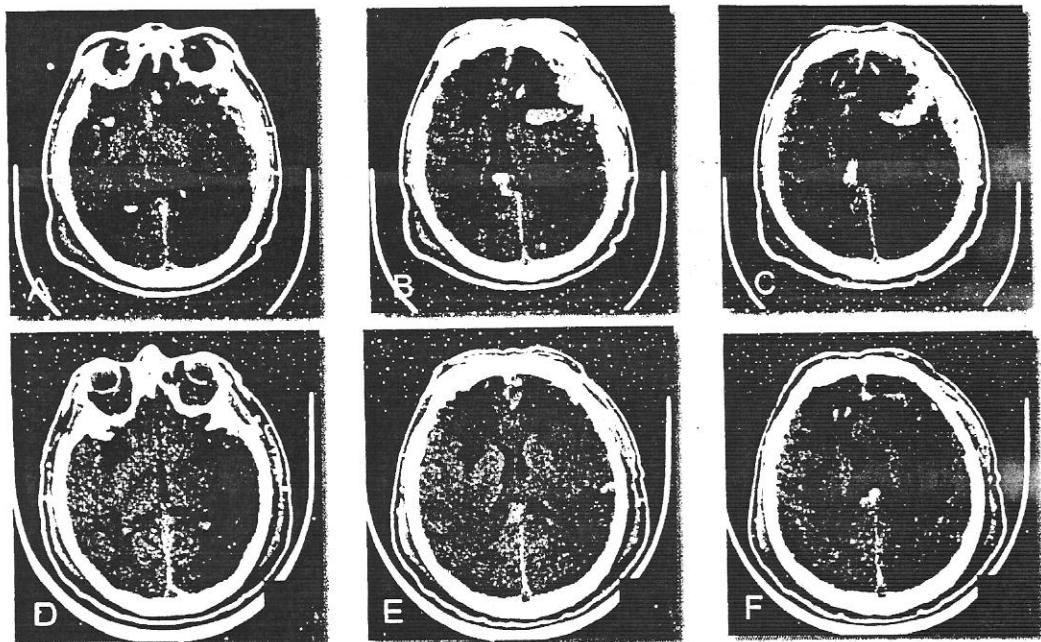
Traumatism craniocerebral grav - CT cerebral nativ.
